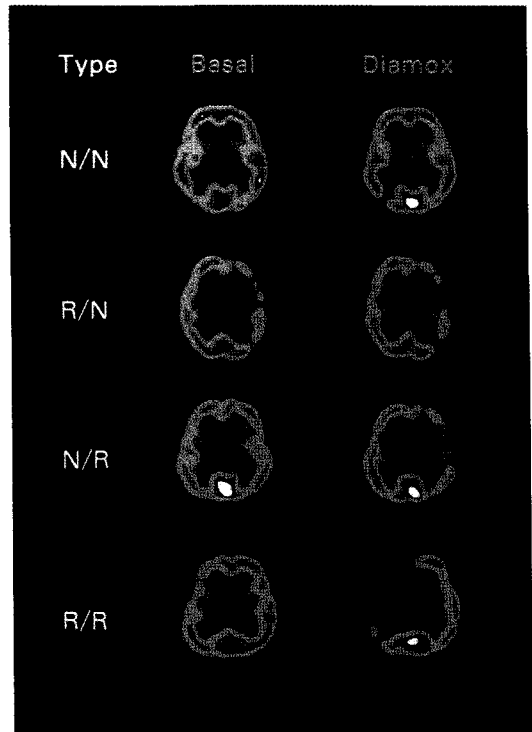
The results of Tc-99m ECD SPECT were classified into 4 types according to the findings of basal and acetazolamide stress SPECT: Type N/N=normal CBF/normal CVR; Type R/N=reduced CBF/normal CVR; Type N/R=normal CBF/reduced CVR; Type R/R=reduced CBF/reduced CVR.
